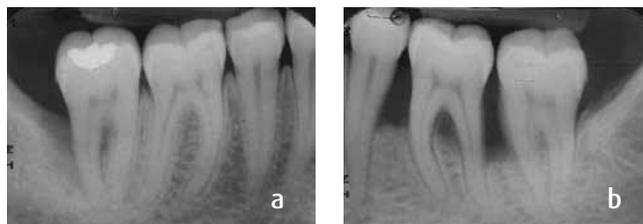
Radiographies rétro alvéolaires lors de la consultation initiale. Noter la perte osseuse avancée en distal de 47 ainsi qu'au niveau de 36.
